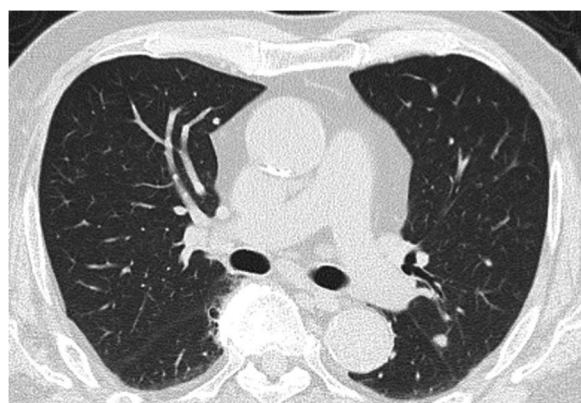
CT scan before ipilimumab and nivolumab therapy showed multiple lung metastasis.
